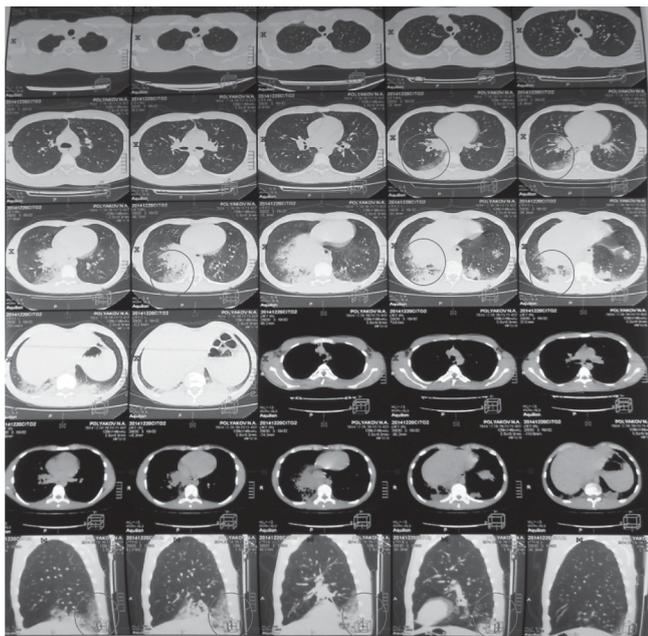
Спиральная компьютерная томография органов грудной полости от 21.12.14 г.
